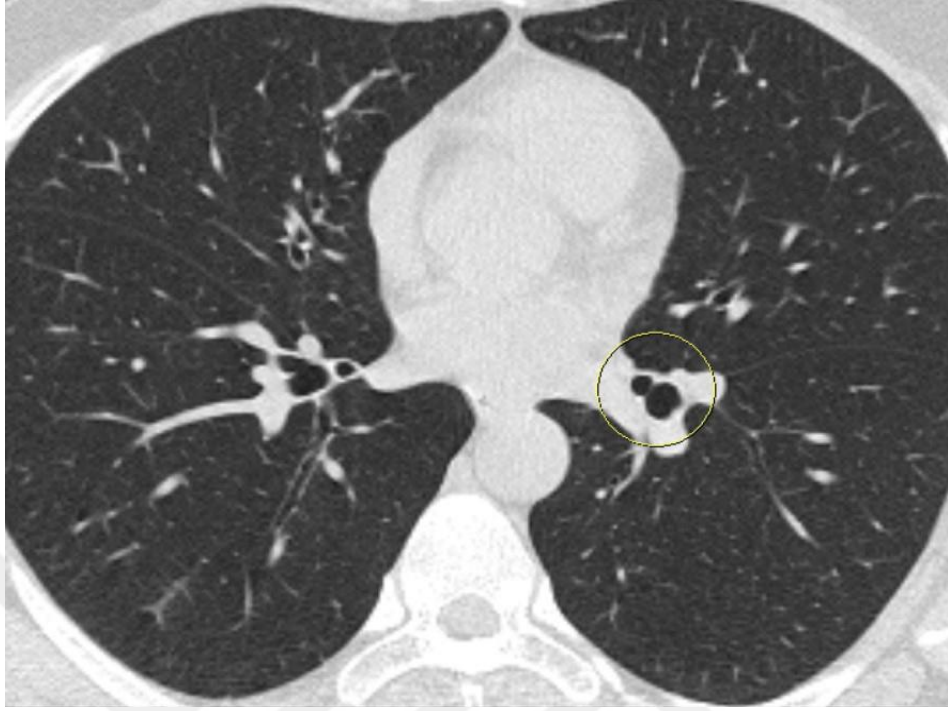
29 yaşında kadın olgumuzda, sağ alt lob bazal bronşta quadrifikasyon (B7,B8,B9,B10) ve sol alt lob bazal bronşta bifurkasyonu (B7+B8,B9+B10) gösteren (çember) aksiyal YÇBT görüntüsü.
